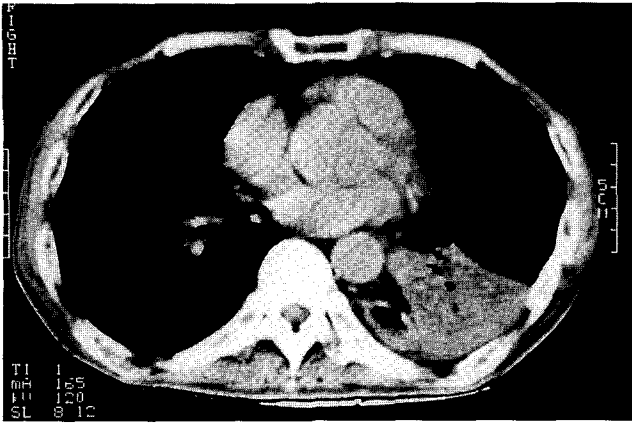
Chest computed tomography showed total atelectasis of the left lower lobe.
